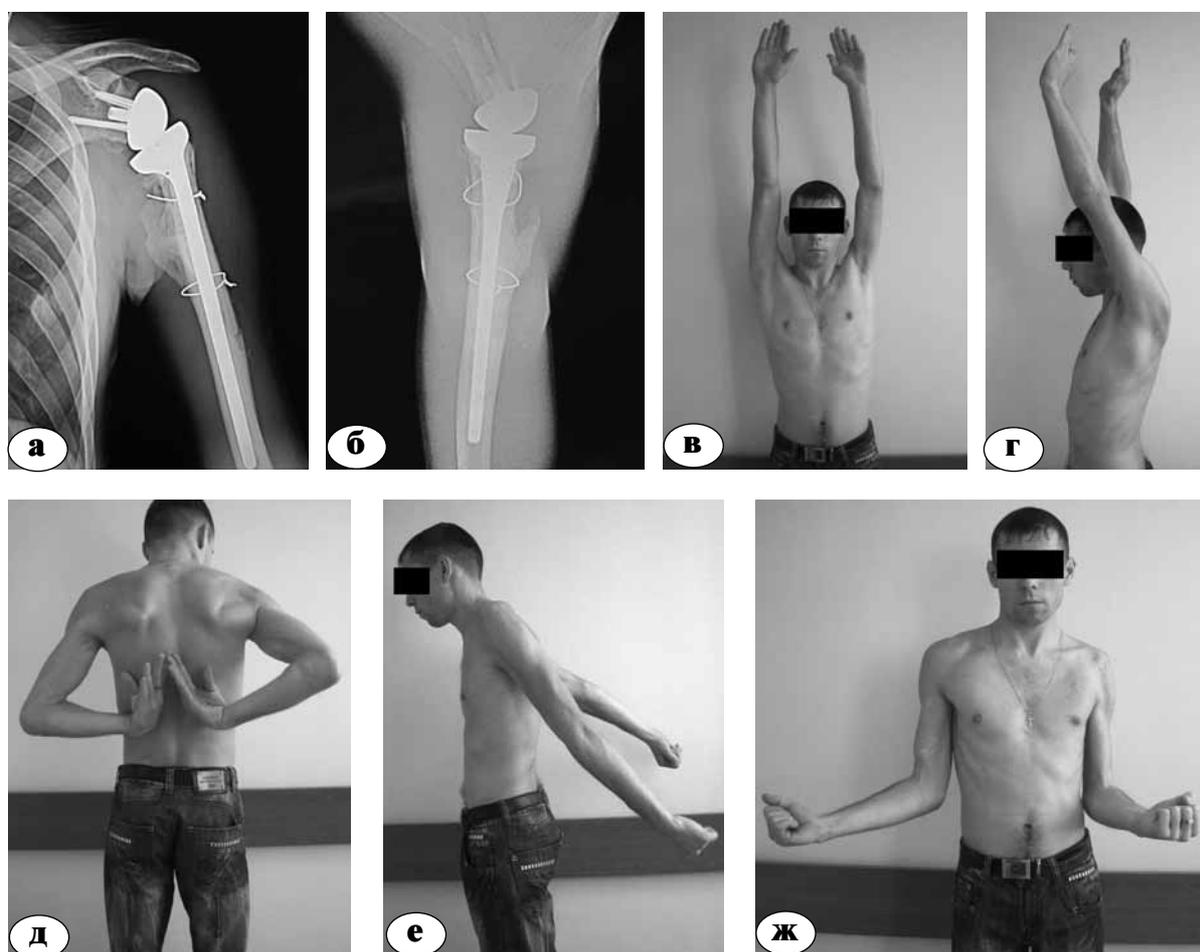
Результат лечения пациента Т.: а, б – рентгенограммы через 15 мес. после эндопротезирования; в-ж – амплитуда движений после эндопротезирования при повторном осмотре (обращает на себя внимание ограничение наружной ротации, характерное для больных с реверсивным эндопротезированием)
